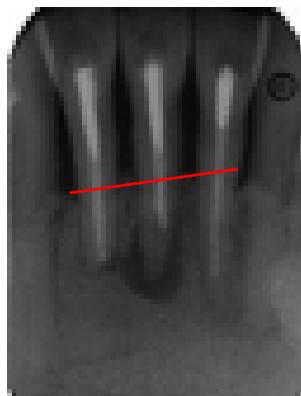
Radiografía de pérdida ósea (reabsorción) horizontal
